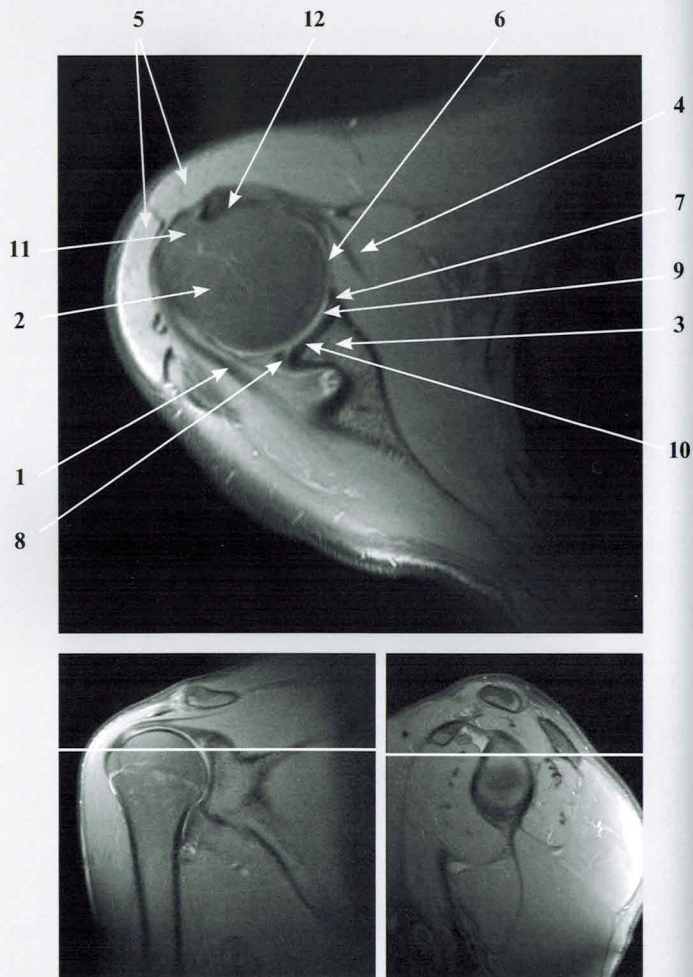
МРТ плечевого сустава (PD-FS-ВИ, аксиальная плоскость):
